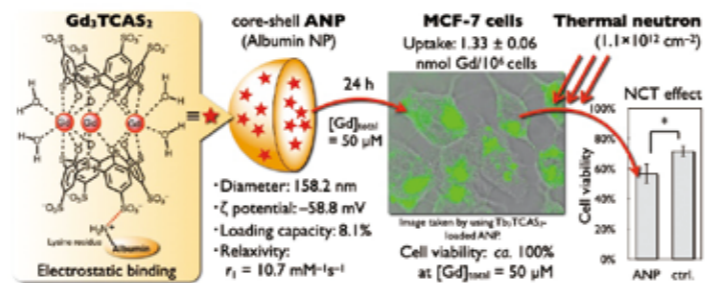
ANP for MRI-guided NCT.
